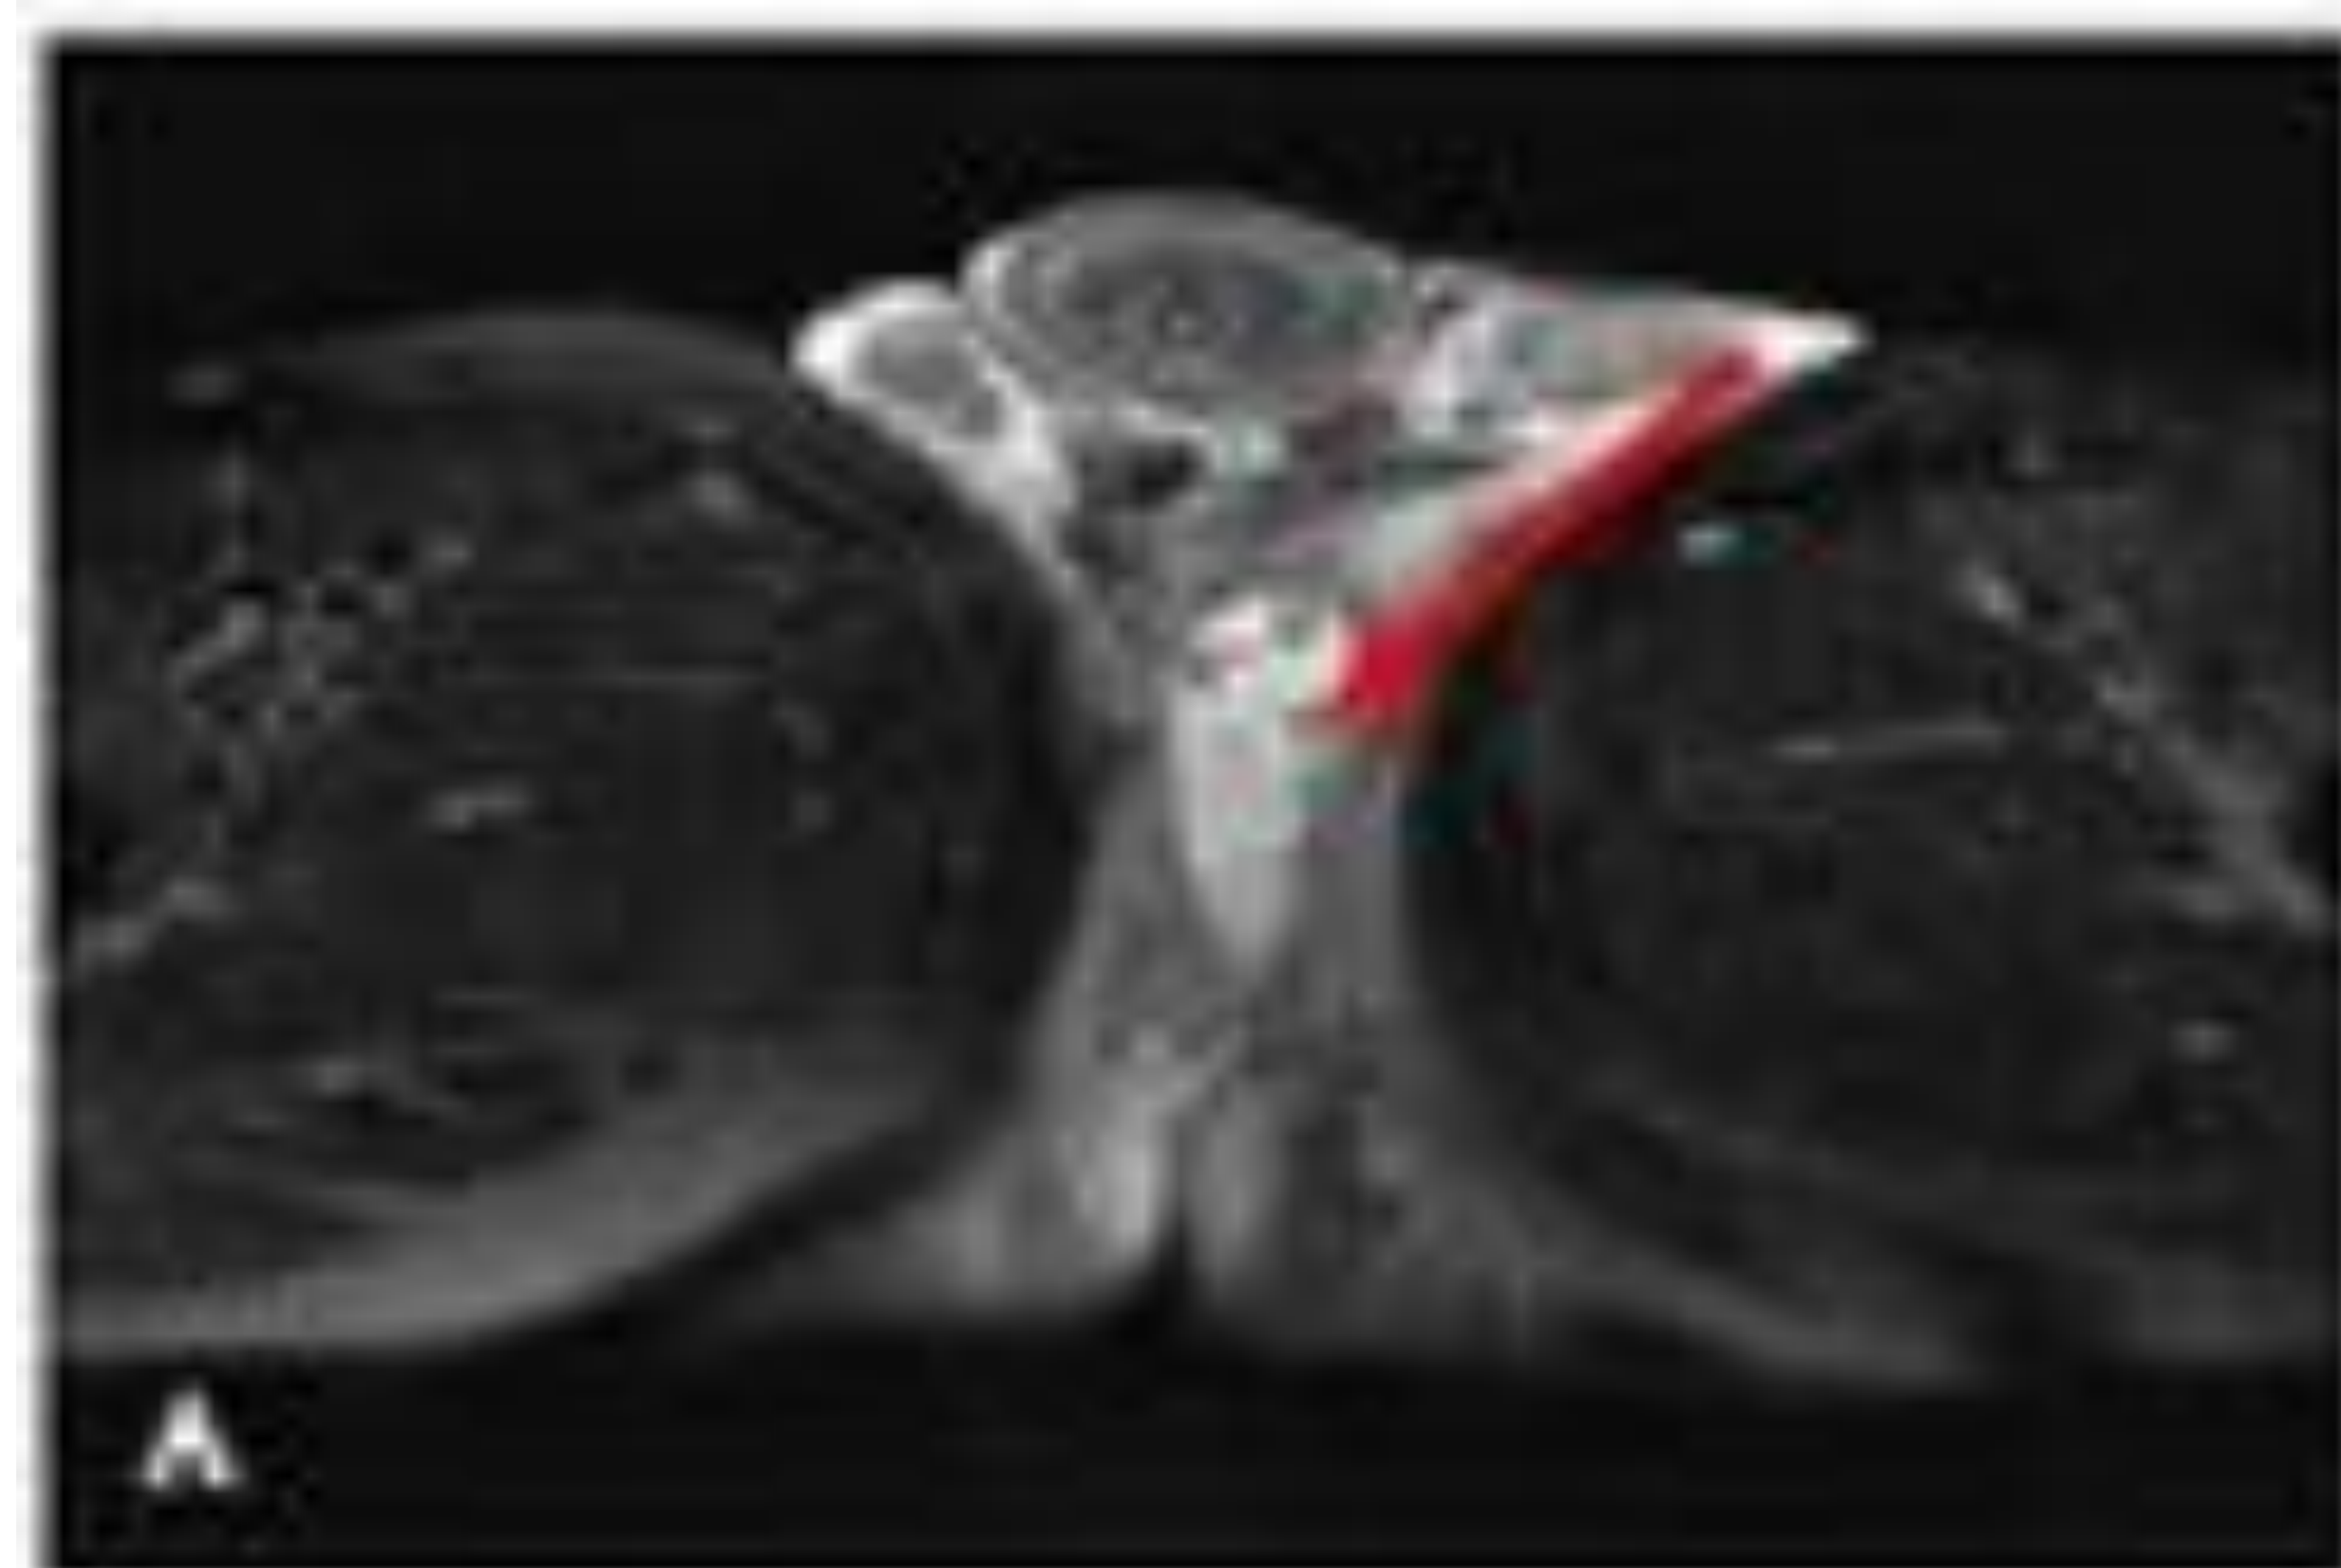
RM de pene, corte axial (figura A) y corte sagital (figura B).
